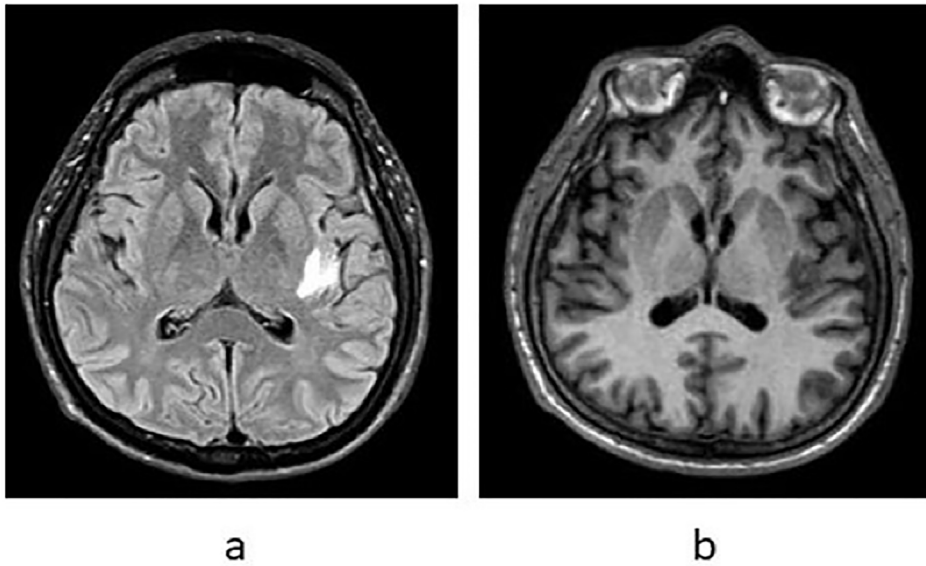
RMN de Cerebro S/C. Corte axial, a) Secuencia Flair. Se observa hiperintensidad entre putamen y cápsula externa de lado izquierdo, b) Secuencia T1. Se observa a nivel de brazo posterior de la cápsula externa una pequeña lesión nodular.
